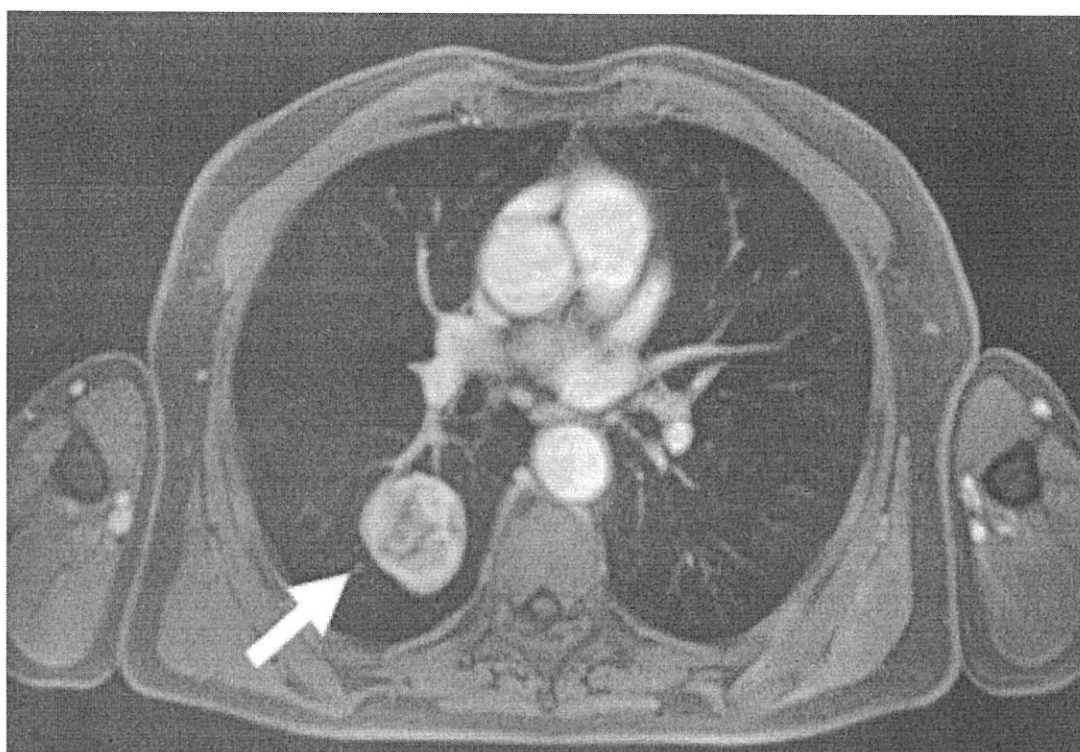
МРТ легких с контрастным усилением. У пациента 77 лет отмечается объемное негетерогенное образование (стрелка) в нижней доле правого легкого – аденокарцинома
